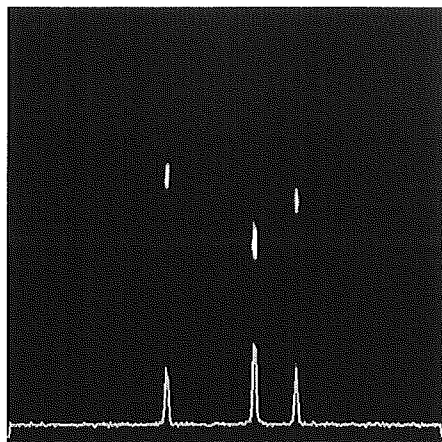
提案コイルによる MRI 画像とそのプロジェクトンデータ. 各インダクタンスの位置に信号が見られ, 3 点同時計測ができていることがわかる.
